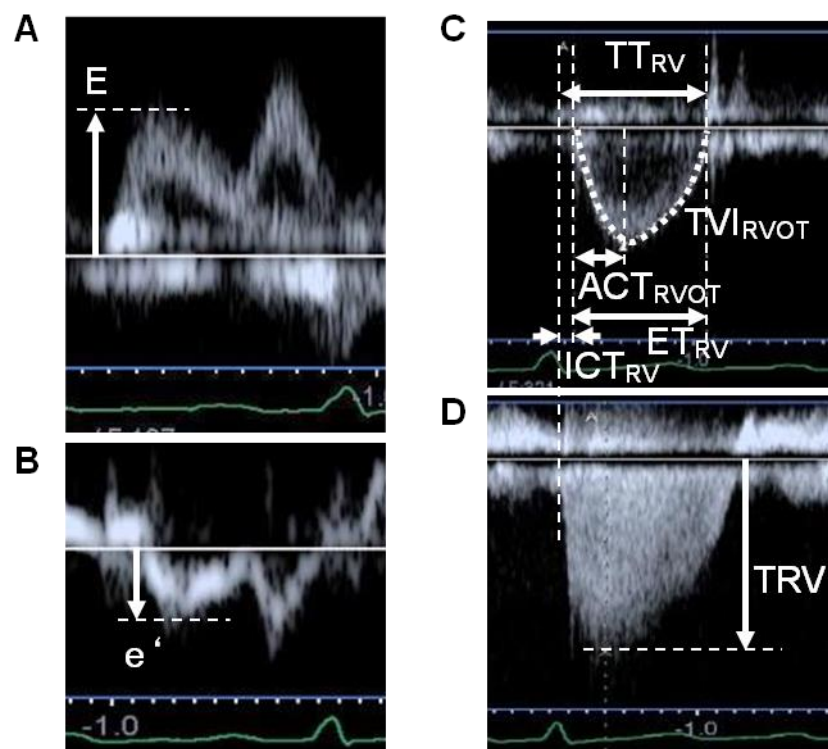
肺血管抵抗算出のための心エコー指標計測
